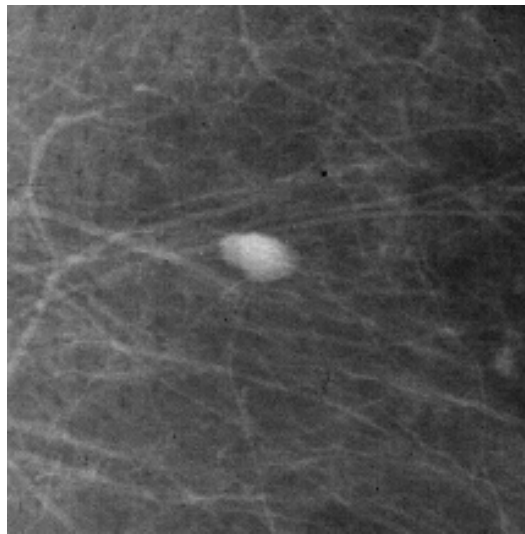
Mamografía de lesión pequeña nodular, bien circunscrita; sugestiva de tumor benigno. Para realizar el diagnóstico diferencial sólido-quístico deberemos complementar la exploración con ecografía mamaria.
